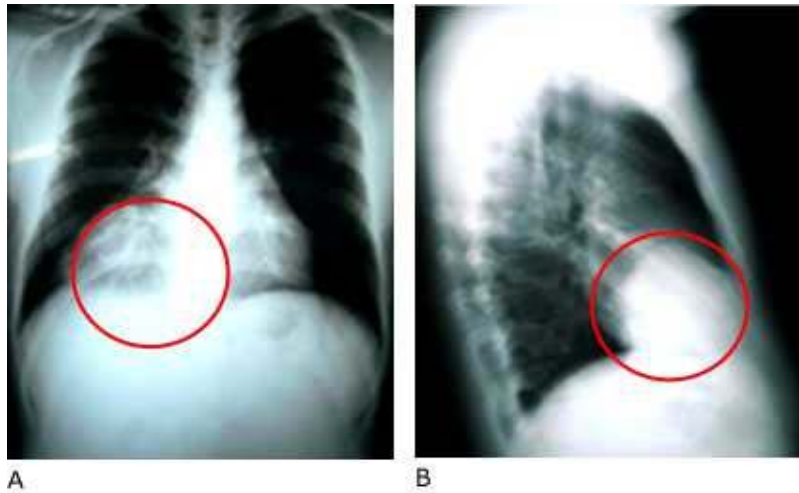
Radiografía de tórax posteroanterior (A) y lateral (B), donde se observa una masa homogénea de bordes bien definidos, que ocupa el seno cardiofrénico derecho.
